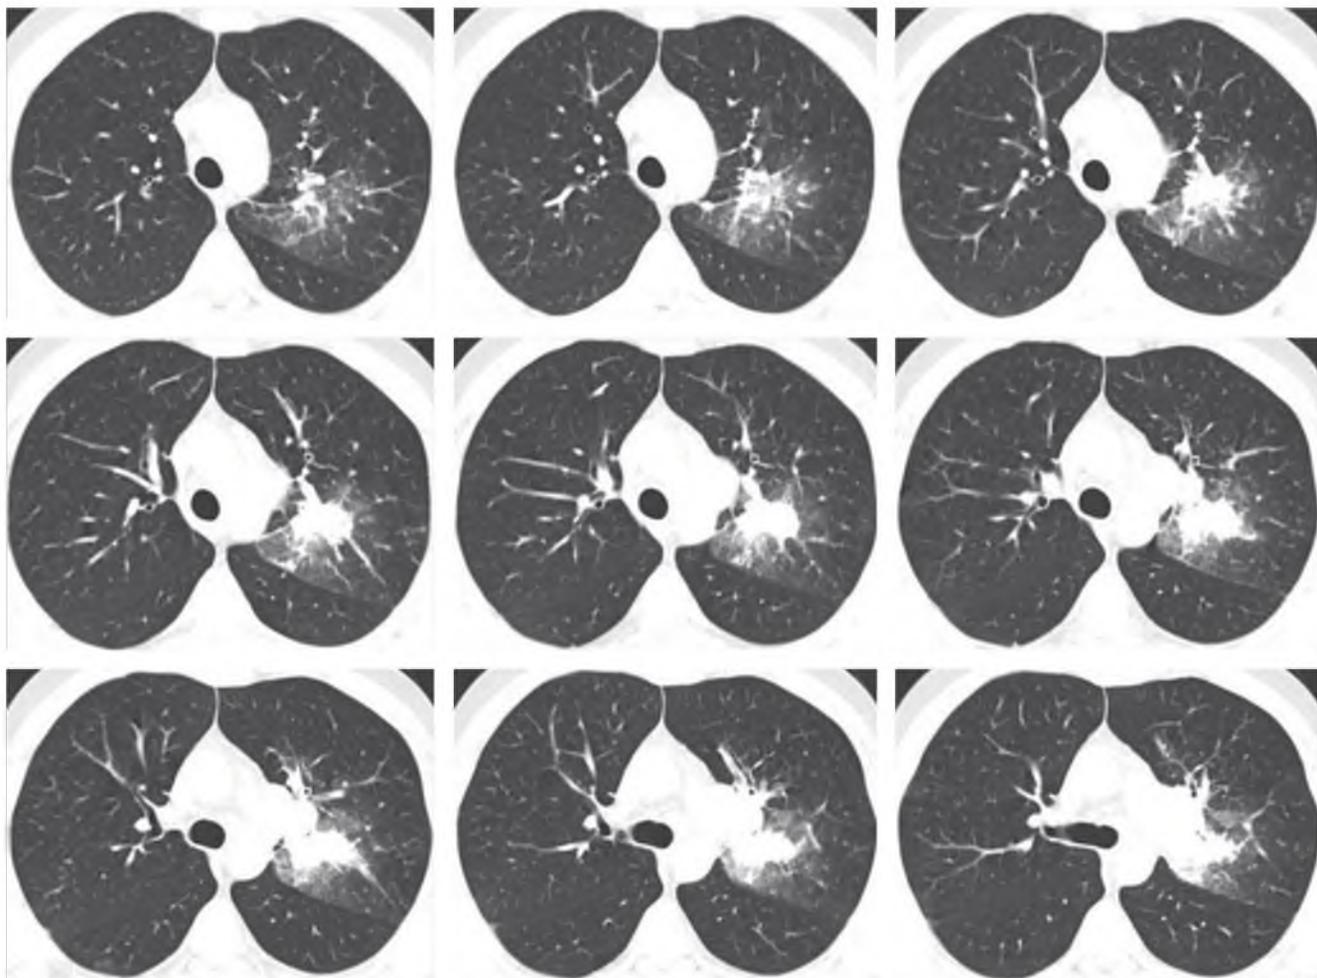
Компьютерные томограммы органов грудной полости от 24.10.2013 г.
